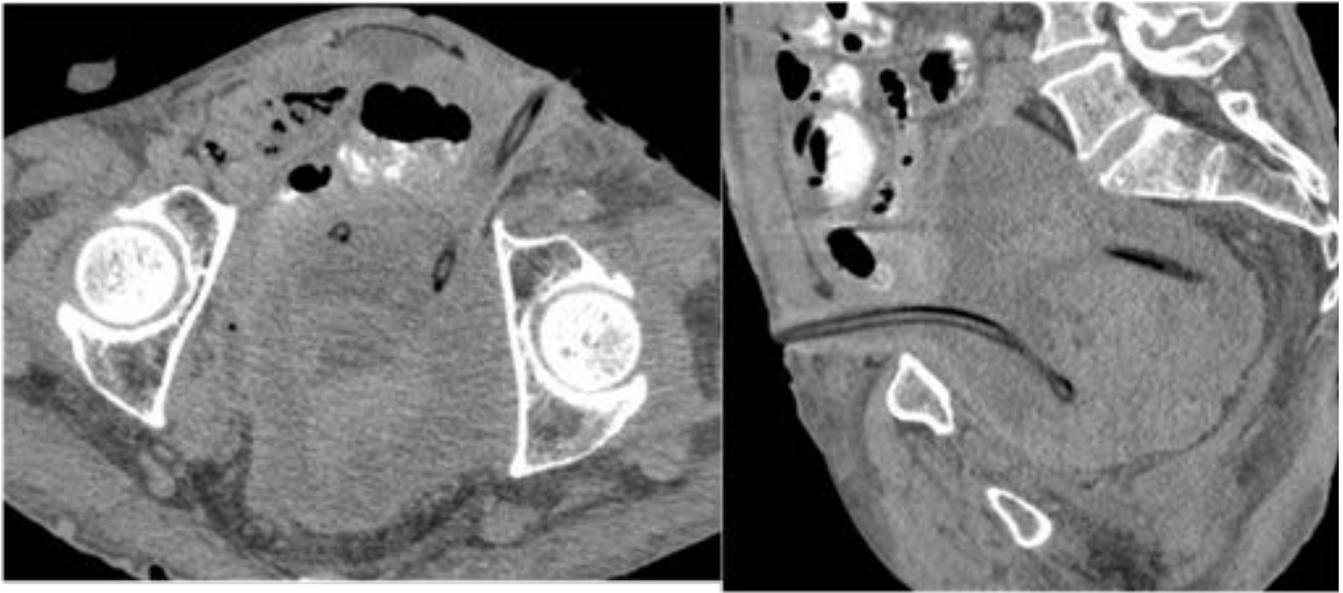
TC abdominal axial y reconstrucción sagital. Hematoma pélvico con drenaje tras la realización de cistectomía radical.
